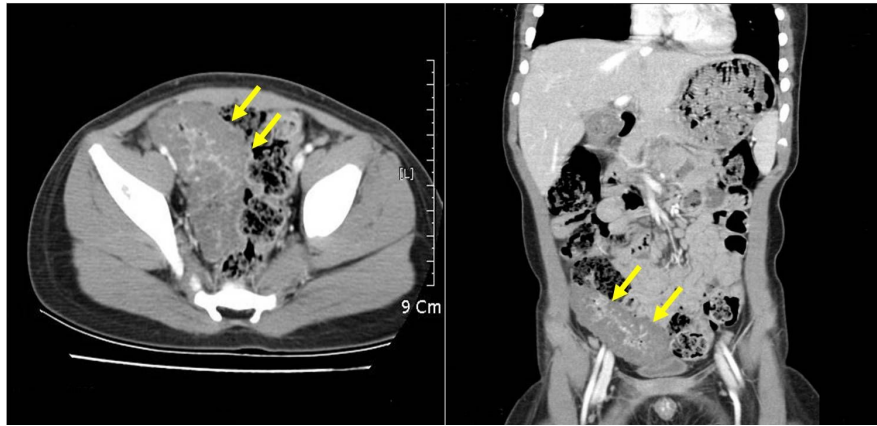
Abdominopelvic CT scan with contrast medium, showing circumferential thickening of the small bowel with central enhancement in the pelvic cavity.
